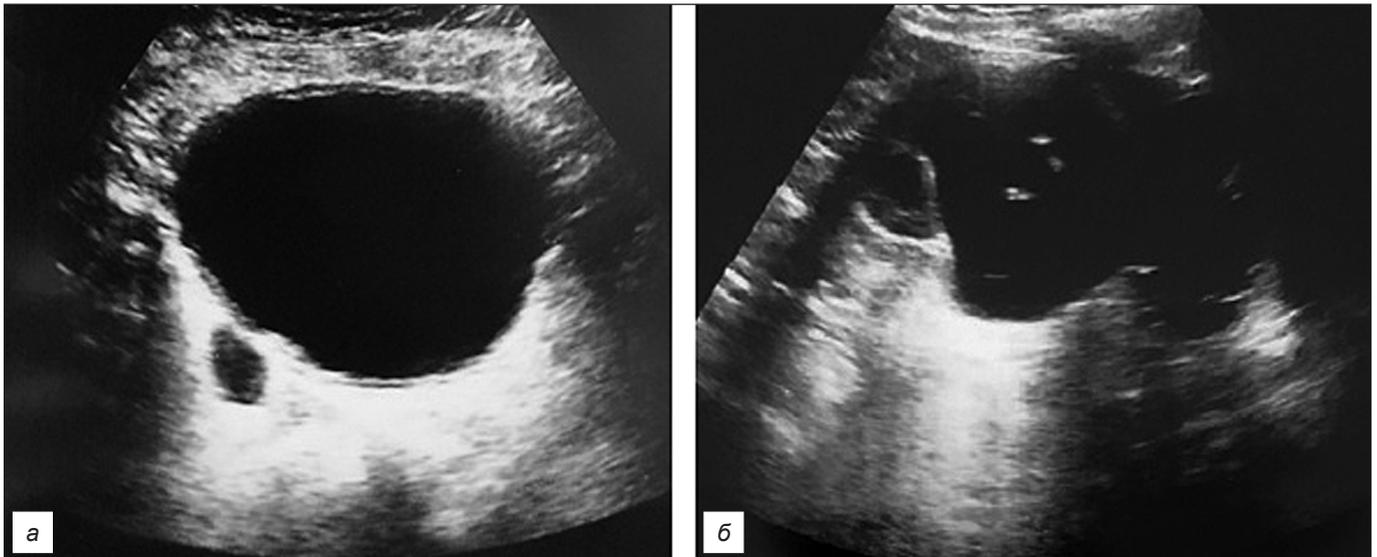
УЗИ в В-режиме мальчика Г., 13 лет, до лапароскопической уретеронеоцистоимплантации: *а* – расширение правого мочеточника в нижней трети; *б* – расширение лоханки правой почки.
